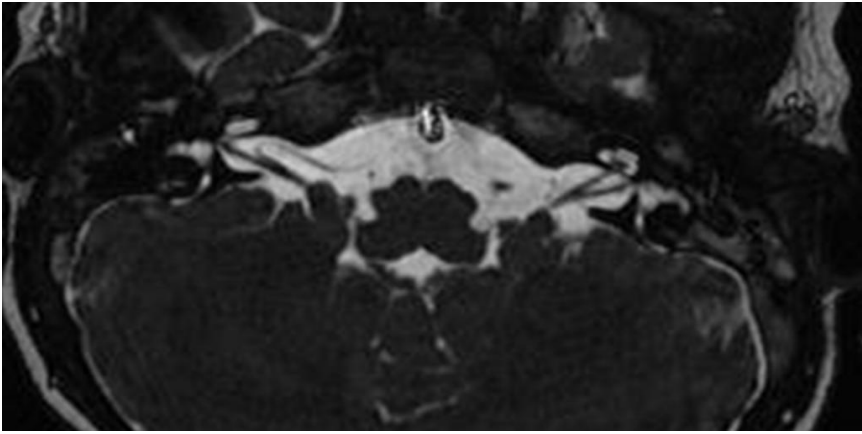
Olgu 1: 3 yaşında erkek hasta, bilateral SNİK. İç kulak MRG incelemede ardışık FIESTA kesitleride (a-c) sağda İAK hipoplazik görünümde ve kanal içinde 7. kranial sinir ile uyumlu olduğu düşünülen tek sinir izleniyor, solda ise İAK ve kanal içerisindeki kranial sinirler izlenmiyor.
